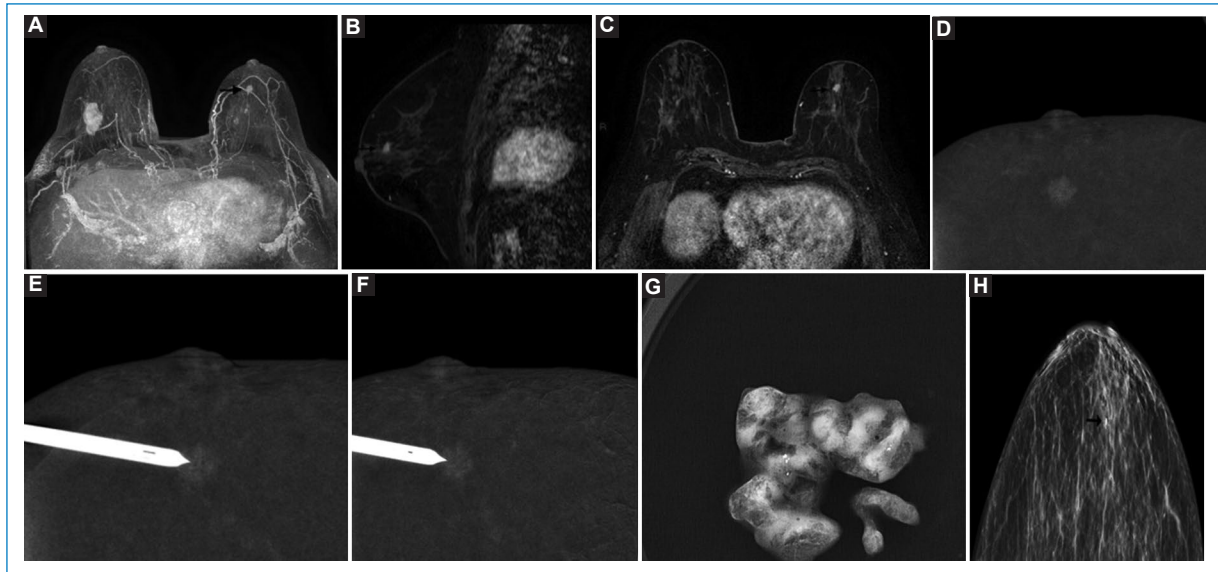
Paciente de 75 años con diagnóstico de carcinoma ductal infiltrante en mama derecha, con resonancia mamaria para estadificación local con detección de otra lesión de tipo masa en mama contralateral sospechosa de neoplasia, sin traducción en mamografía ni ultrasonido. Es referida para biopsia percutánea bajo guía de CEM de lesión mamaria izquierda. A: MIP que muestra masa derecha diagnosticada como carcinoma ductal infiltrante y nódulo retroareolar izquierdo de 9 mm (flecha) con otros más pequeños posteriores sospechosos de neoplasia. B: nódulo izquierdo visible en secuencia T1 dinámica con contraste (flecha). C: MPR sagital de nódulo izquierdo (flecha). D: *scout* de biopsia CEM de mama izquierda, posicionada en región retroareolar con nódulo concordante con localización visible en resonancia previa. E-F: proyecciones estereotáxicas con aguja predisparo de biopsia CEM. G: radiografía de las muestras de biopsia CEM. H: proyección CC posterior a la biopsia con marcador en sitio de obtención de muestras (flecha), que corresponde a la misma localización de nódulo en resonancia mamaria. El resultado histológico de la biopsia CEM correspondió a carcinoma ductal infiltrante moderado a poco diferenciado, grado 3 de Elston y Ellis. Biopsia quirúrgica: carcinoma ductal infiltrante con componente *in situ*, de 7 mm y focos de papilomatosis; linfonodo centinela sin evidencia de neoplasia (0/2). CC: craneocaudal; CEM: mamografía con contraste; MIP: proyección de máxima intensidad; MPR: reconstrucción multiplanar.
